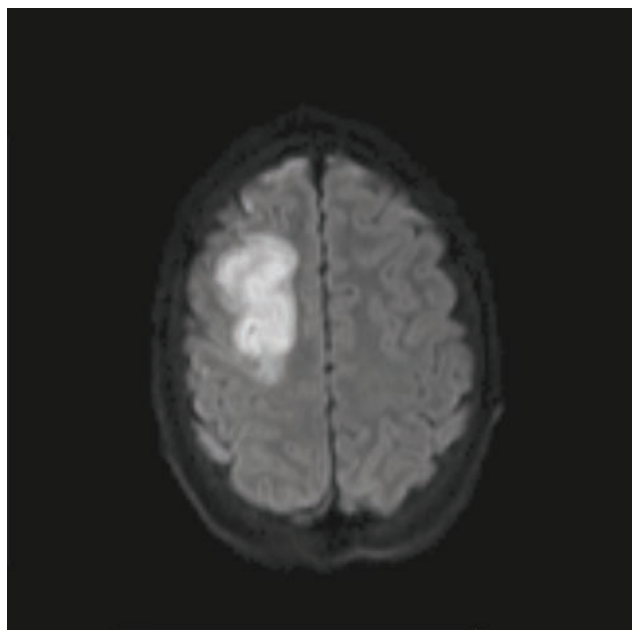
• RM cerebral. Imagem axial em difusão com b1000. Enfarte isquêmico agudo na região frontal direita.
